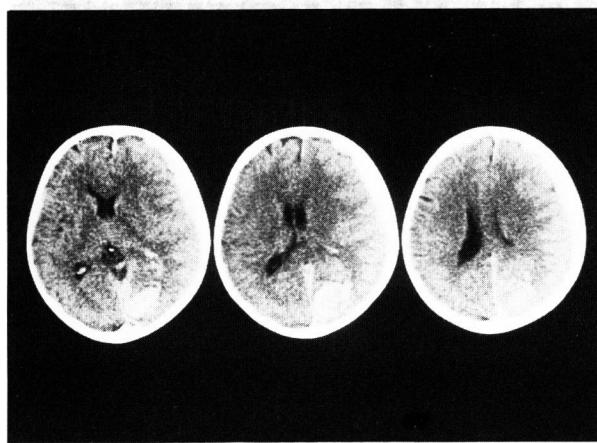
Plain CT demonstrated intracerebral hematoma at the right occipital lobe, and the right side acute subdural hematoma.
